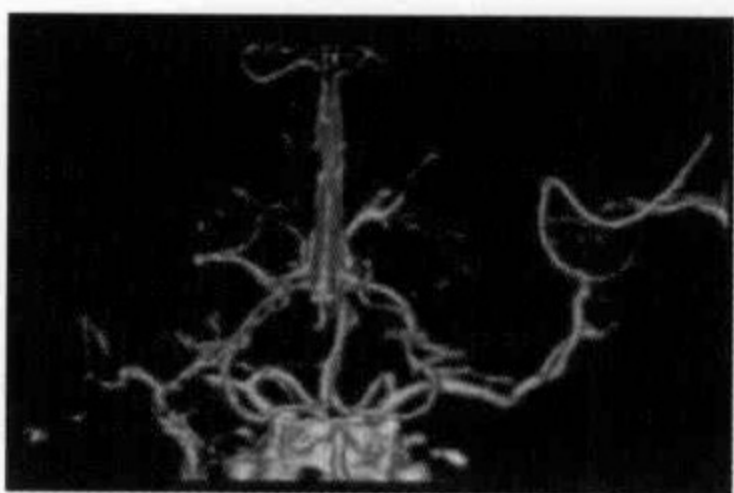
脑血管 CTA 显示右侧 MCA 水平段严重狭窄,远端可见纤细血管分支显示(1级)
